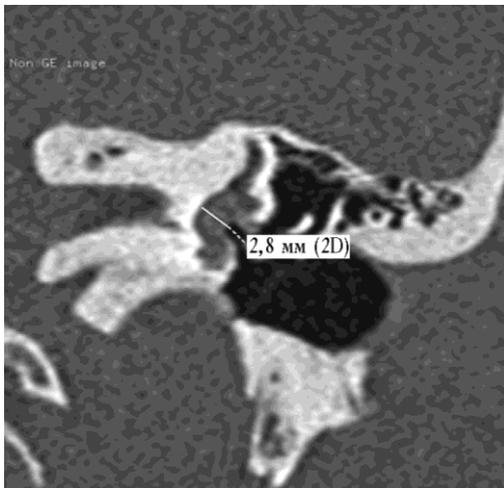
Томограмма пациента О., 26 лет, косая проекция. Расстояние от медиальной поверхности подножной пластины стремени до внутренней стенки преддверия составляет 2,8 мм
